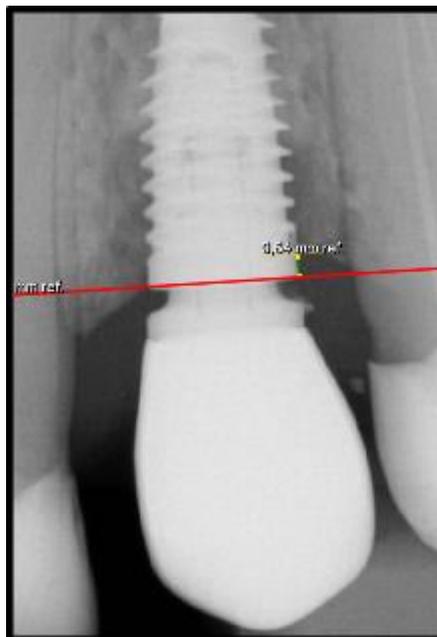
Mensuração da perda óssea (distal), em imagem de radiografia intrabucal de implante superior.
